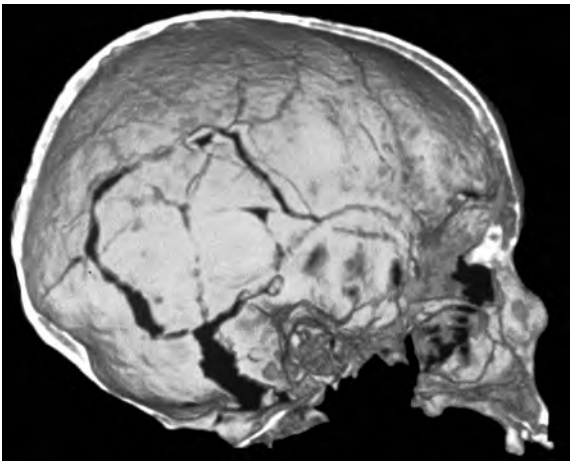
TC que mostra la cara interna de la fractura cranial del Collet.
